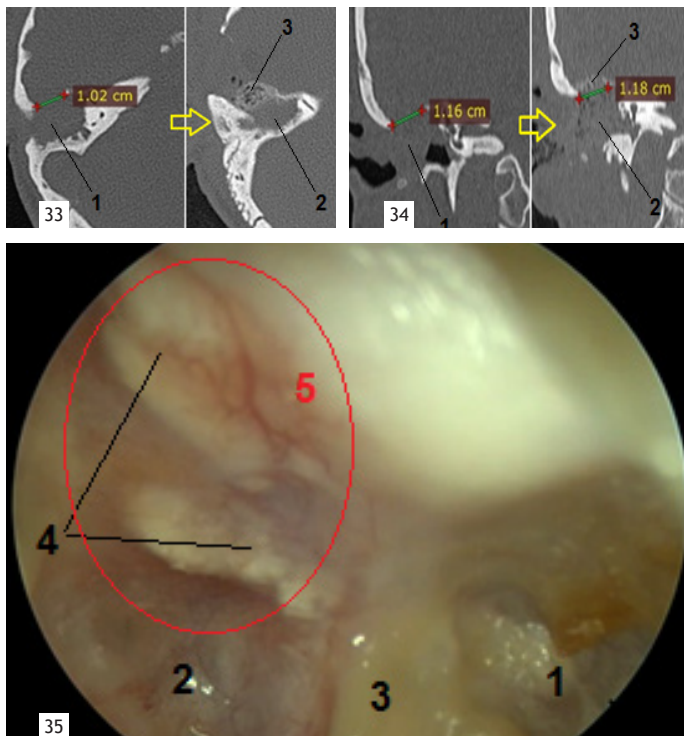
Спиральная компьютерная томография височных костей до и через 5 дней после операции в зоне пластики дефекта СЧЯ. Аксиальная проекция. 1 - менингоэнцефалоцеле; 2 - тампоны из гемостатической губки, пропитанные антибиотиком; 3 - пластинка «Остеоматрикса».
